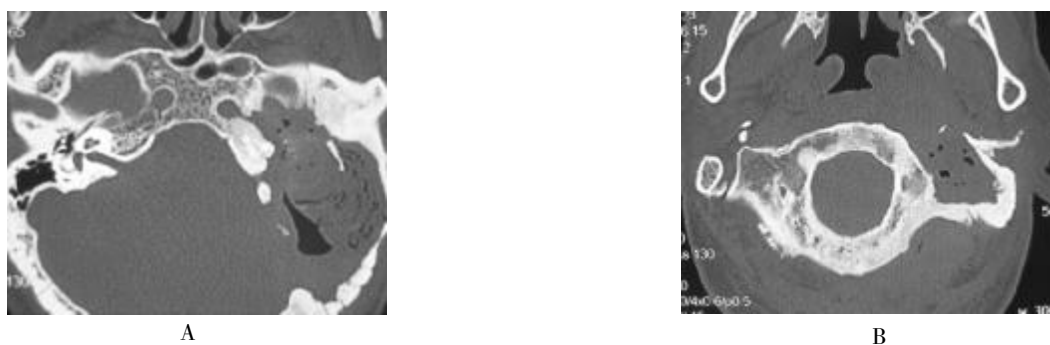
水平位颞骨 CT 左颞骨大部分破坏, 左乳突腔软组织影并积气, 病变累及咽旁
